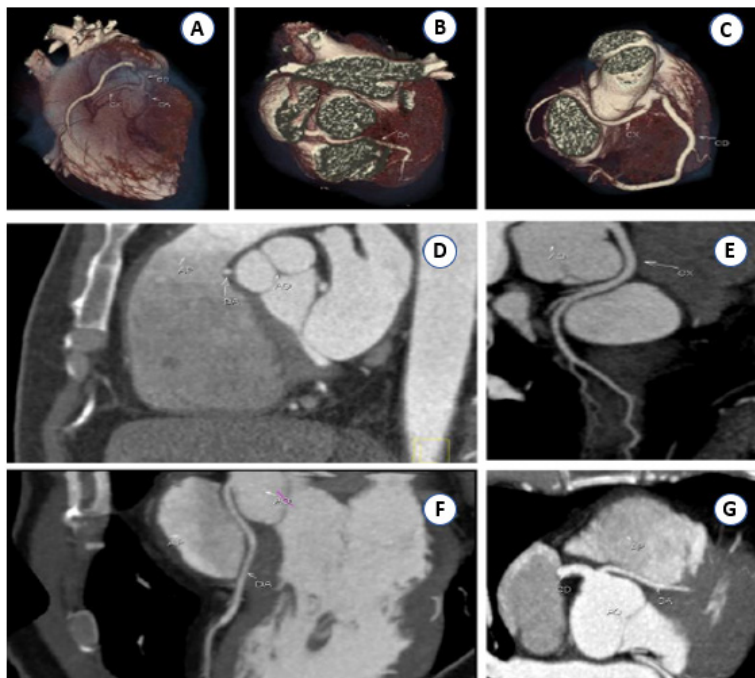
Imagem A reconstrução em 3D de uma angiotomografia das coronárias (AngioTC-3D), identificando na imagem A a origem da CD, DA e CX a partir do seio coronariano direito; Imagem B, de uma AngioTC-3D, observa-se o trajeto interarterial da DA; Imagem C, de uma AngioTC-3D, nota-se o trajeto retroaórtico da CX; imagem D, vê-se o trajeto interarterial da DA; imagem E, o trajeto retroaórtico da CX; nas imagens F e G, pode-se observar o trajeto interarterial da DA. CD: Coronária Direita; DA: Descendente Anterior; CX Circunflexa. Imagem cedida por Eduardo Lins Paixão.
